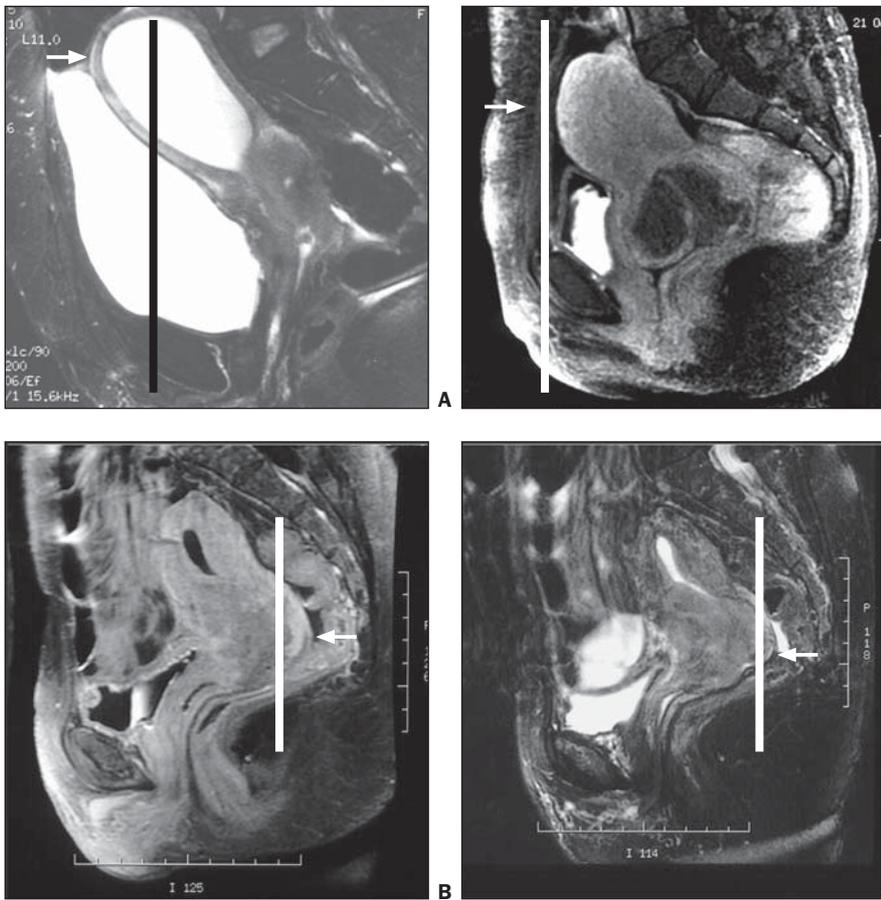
Corte sagital do exame de ressonância magnética da pelve evidenciando extensão do tumor (setas) além dos limites da borda anterior (A) e posterior (B) do campo lateral de irradiação (barra preta ou branca).
